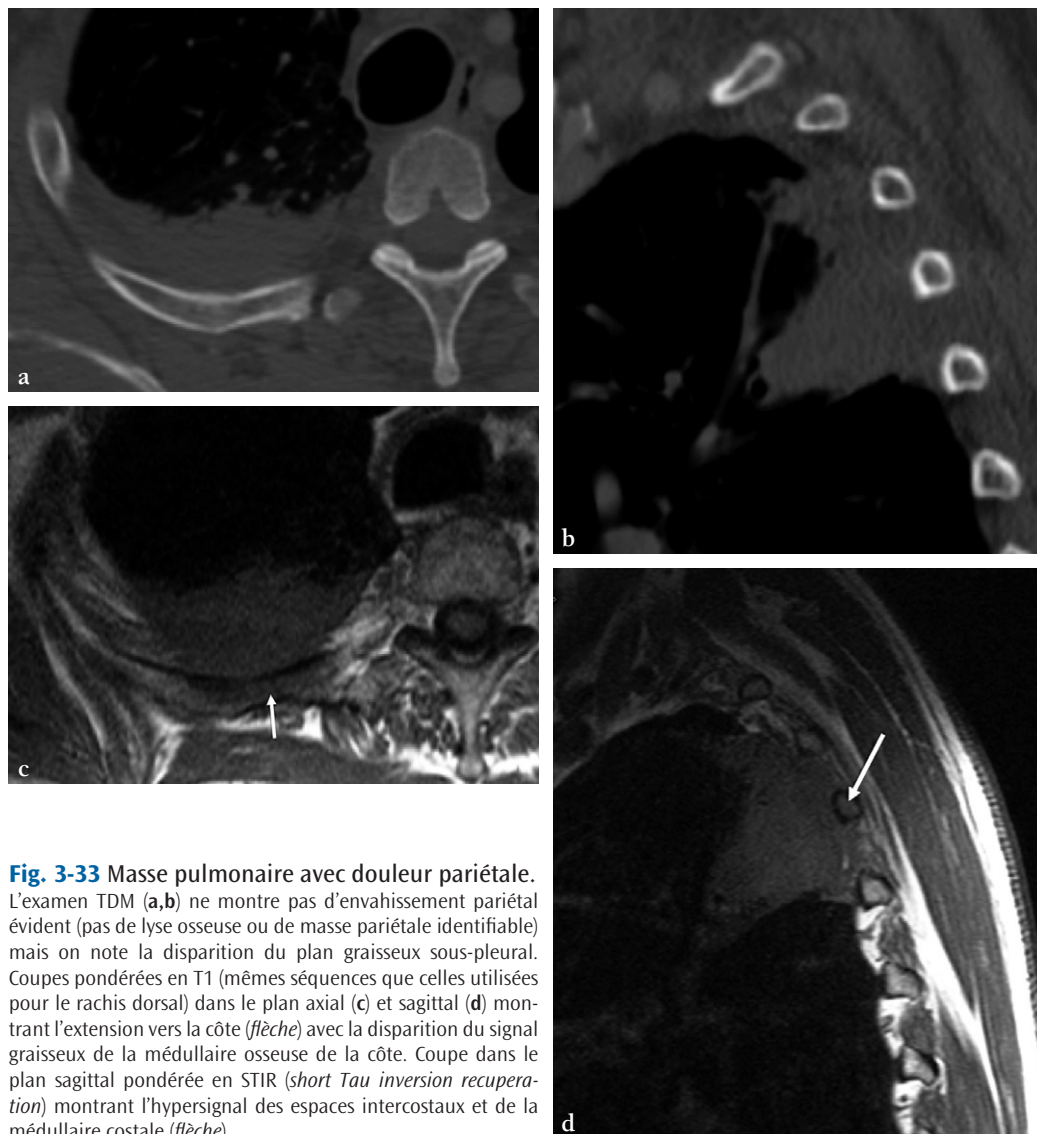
Masse pulmonaire avec douleur pariétale. L'examen TDM (a,b) ne montre pas d'envahissement pariétal évident (pas de lyse osseuse ou de masse pariétale identifiable) mais on note la disparition du plan graisseux sous-pleural. Coupes pondérées en T1 (mêmes séquences que celles utilisées pour le rachis dorsal) dans le plan axial (c) et sagittal (d) montrant l'extension vers la côte (flèche) avec la disparition du signal graisseux de la médulla osseuse de la côte. Coupe dans le plan sagittal pondérée en STIR (short Tau inversion recuperation) montrant l'hypersignal des espaces intercostaux et de la médulla costale (flèche).
